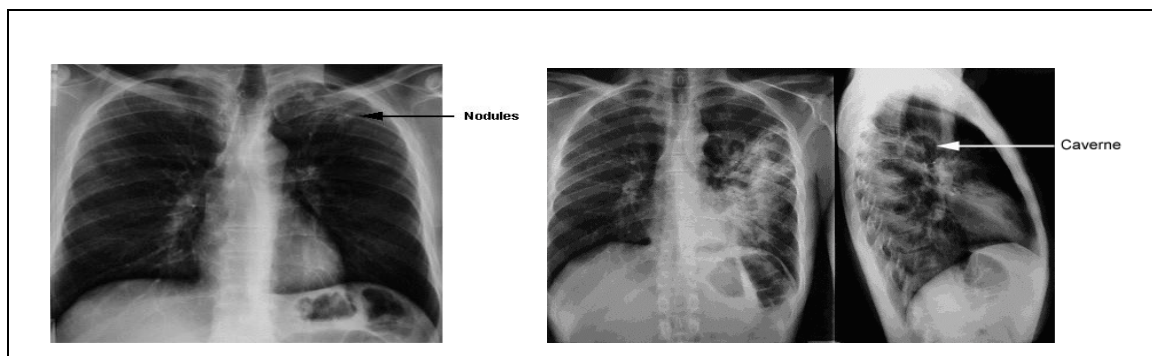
tuberculoses –Caverne (nodule) radiographie thoracique
